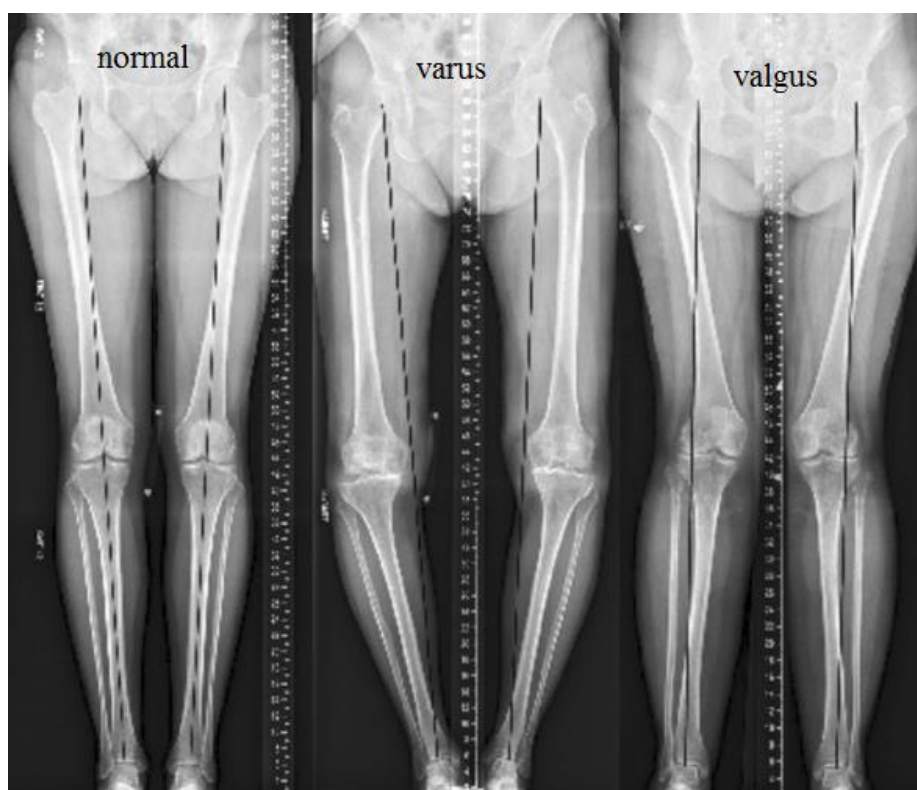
Radiografii pe film mare cu devieri în plan frontal
